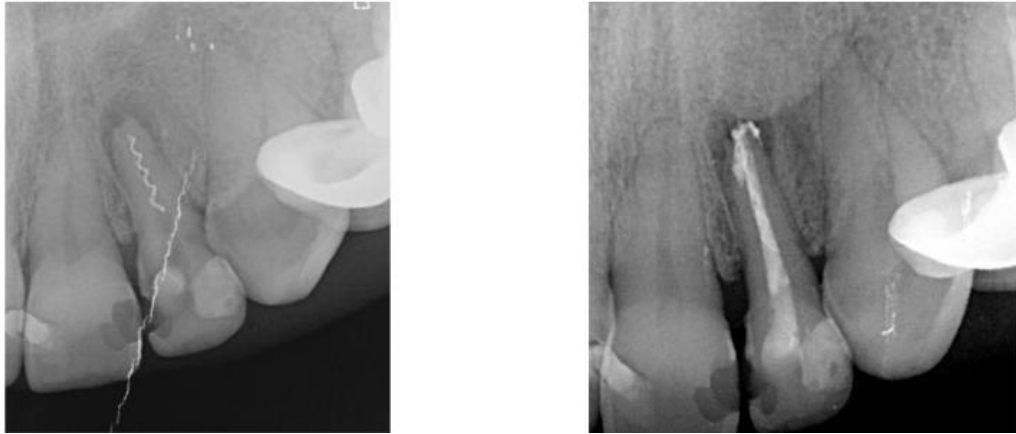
(izq.) Diente 12 con un léntulo separado dentro del conducto radicular. El trabajo biomecánico se había completado, se decide obturar en caso de no presentarse signos o síntomas que indiquen el fracaso del tratamiento. (der.) Radiografía periapical control del conducto obturado junto con el fragmento separado de léntulo. ¹⁵
